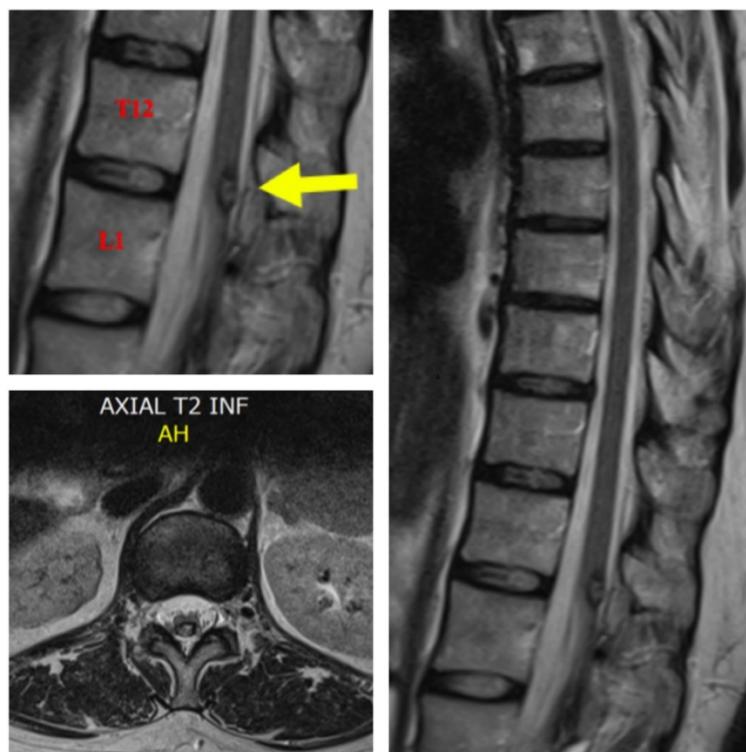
En imagen de resonancia magnética de columna se observa lesión del cono medular de señal hiperintensa con halo hipointenso en t2 y sin realce pos-contraste atribuible a cavernoma.
